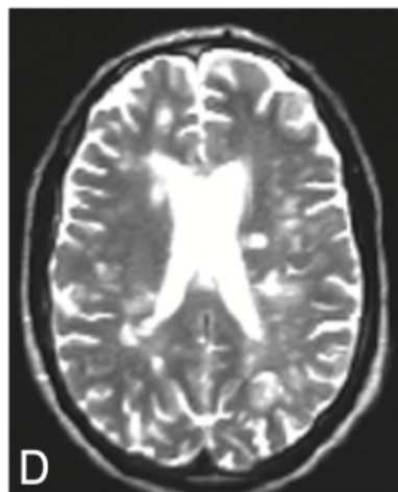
IRM en séquence T2 - lésions périventriculaires apparaissant en hypersignaux (95)
